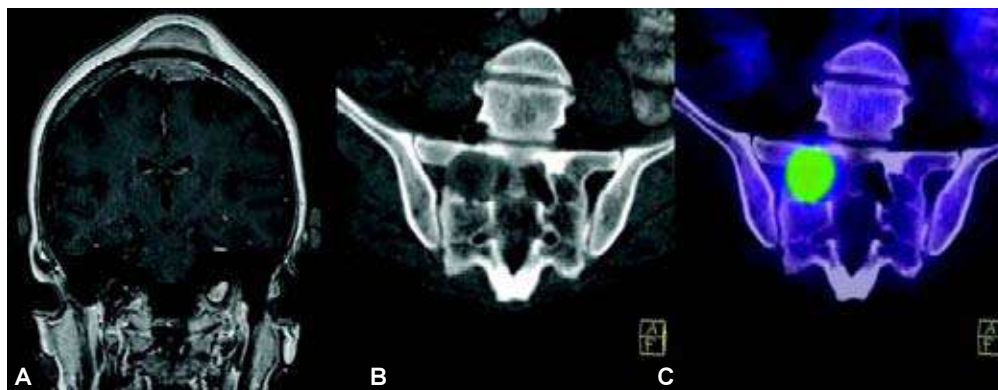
Metástasis óseas. A) Lesión sólida a nivel de la calota. B y C) Lesión sacra evaluada con TC y PET/TC y que muestra importante captación.
